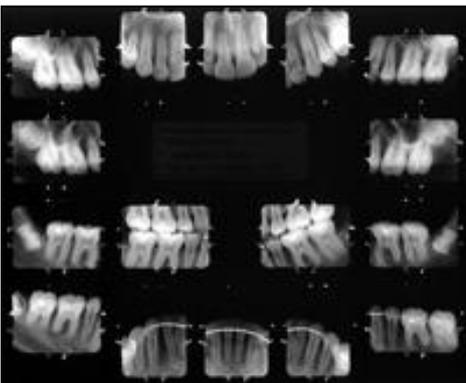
Radiografias periapicais finais.
